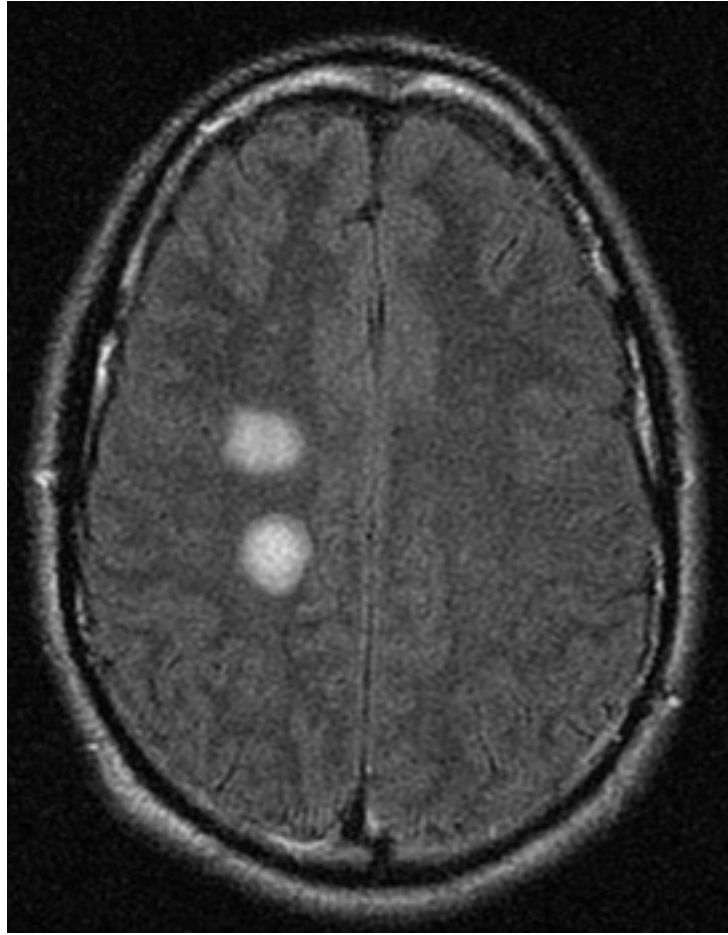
Chuỗi hình ảnh MRI não của bệnh nhân bị viêm não tản lan tỏa cấp tính: tổn thương "dạng nùi" bất đối xứng ở sừng thất hai bên và đồi thị
